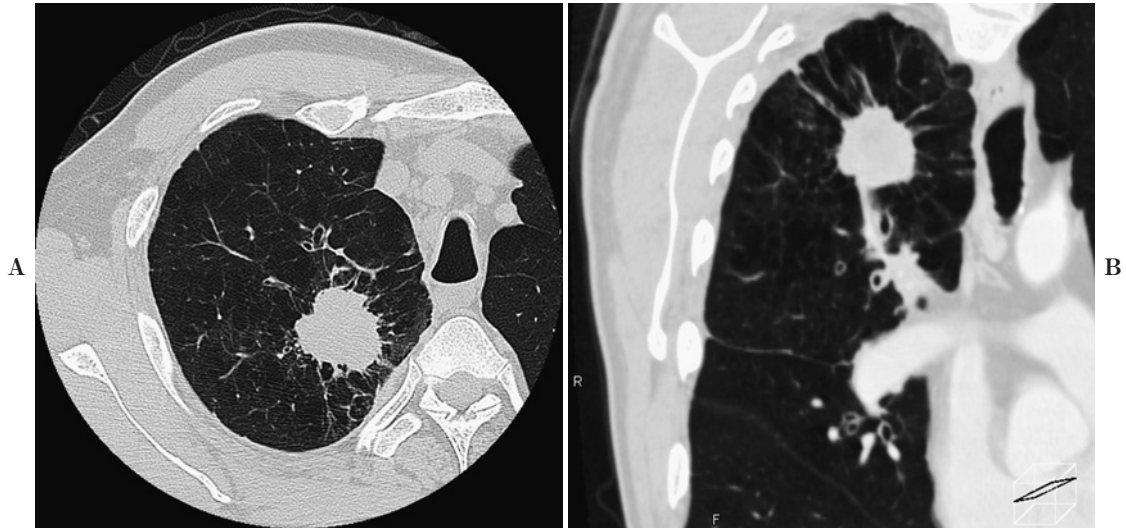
A. A chest CT image shows a lung nodule with notch formation. B. A multiplanar reformation shows a pulmonary vessel at the gutter of the nodule. The nodule was pathologically diagnosed as squamous cell carcinoma.
